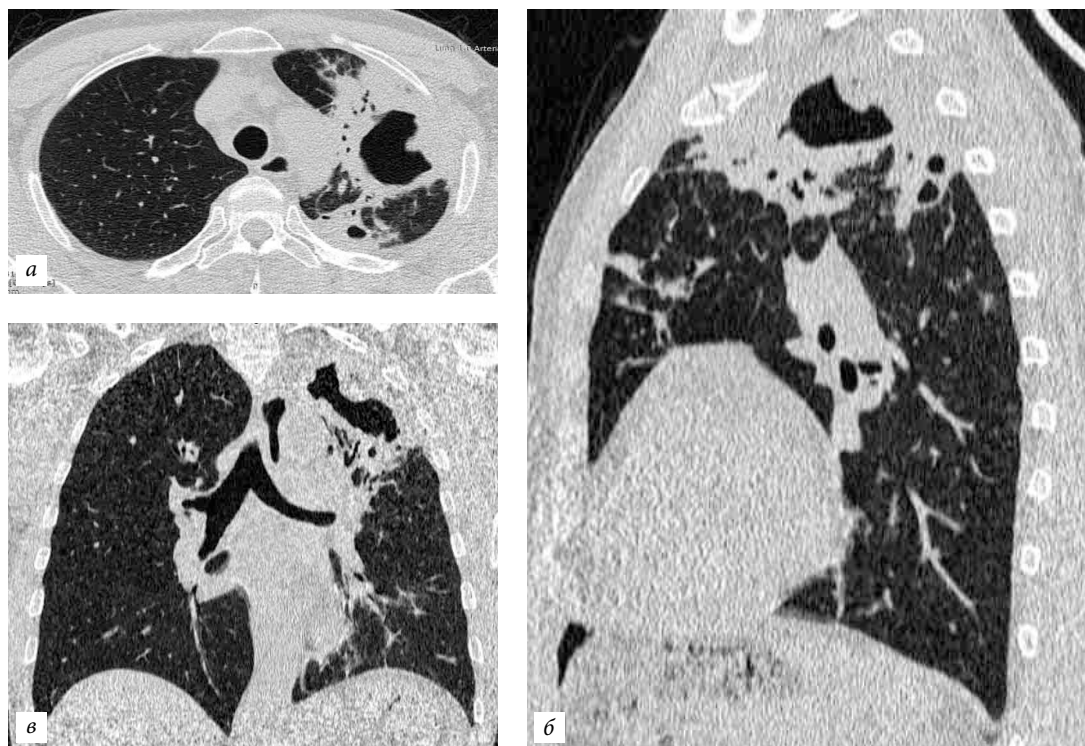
Компьютерная томография органов грудной полости от 25.10.2017 г.: легочный режим — через 1,5 мес после начала лечения.
